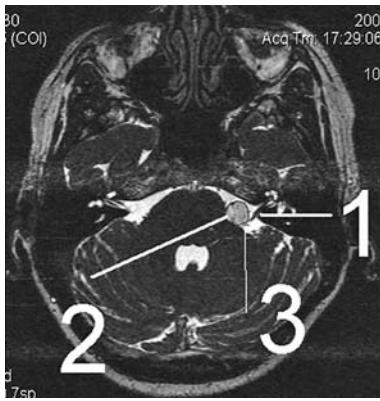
МРТ. Ліпома парастовбурової локалізації. 1 — комплекс VII, VIII ЧН; 2 — ліпома; 3 — судина, що перетинає корінці нервів в проксимальному відділі по діагоналі.
